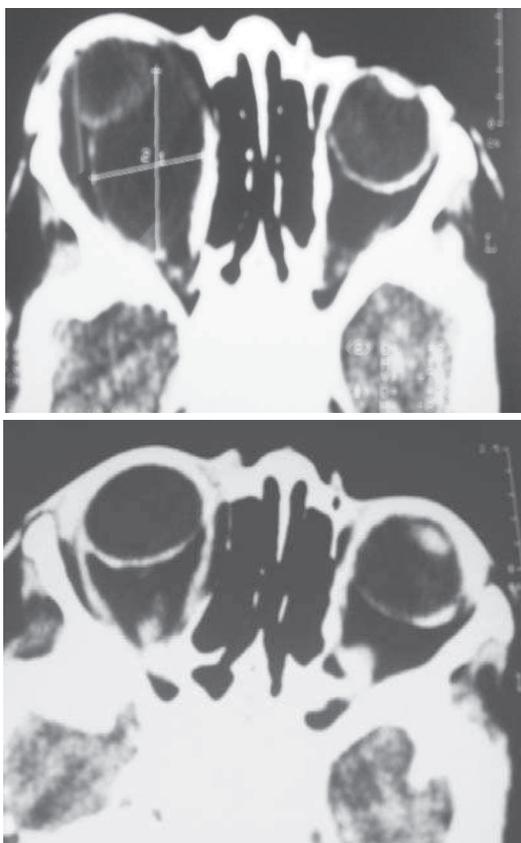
Images TDM pré et post opératoires.
